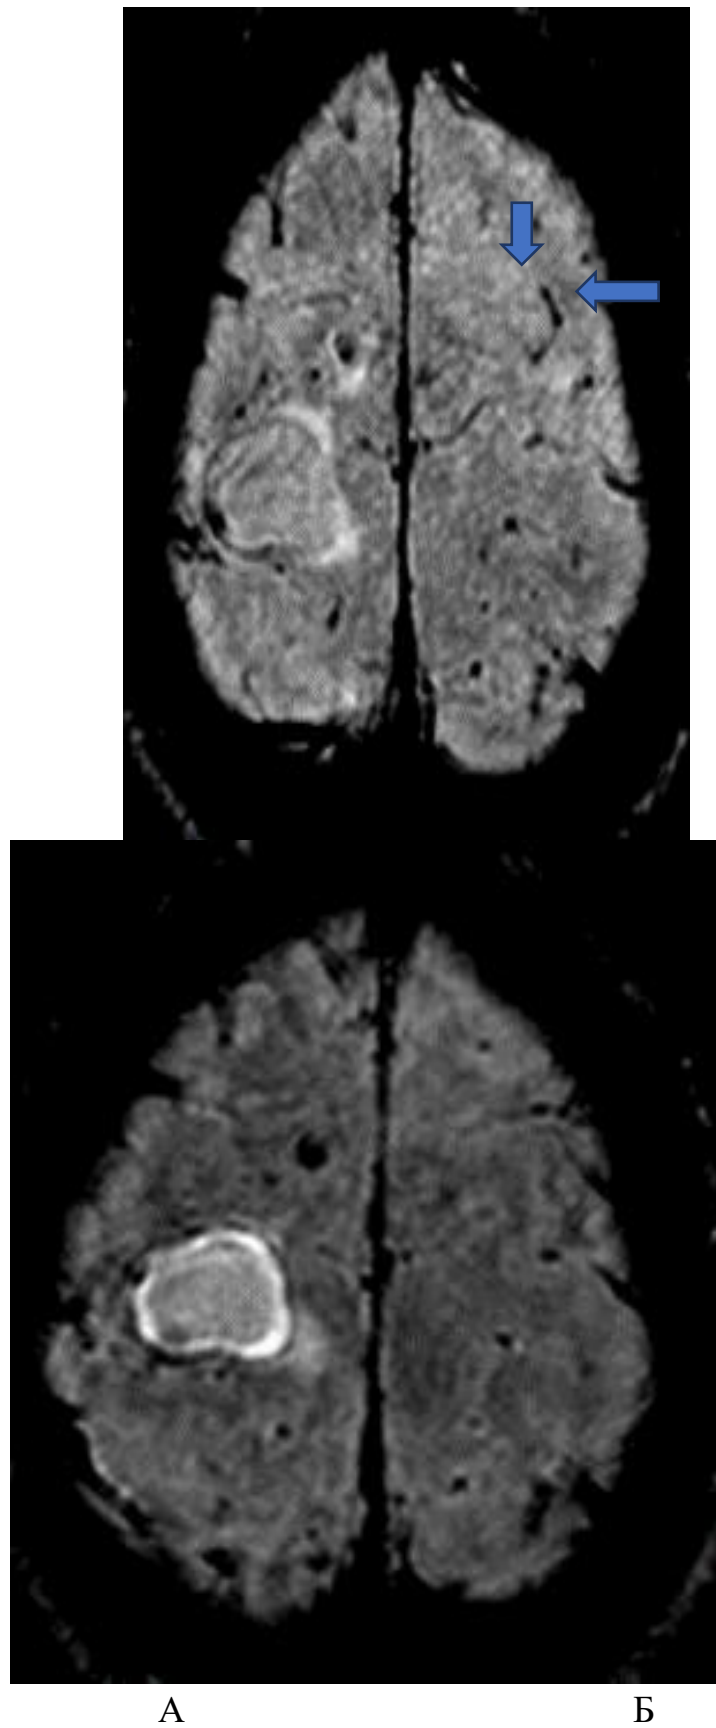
МРТ зображення в програмі BOLD до «кисневої проби» (А), та після (Б). Обідок по колу гліобластоми яскравого сигналу демонструє ділянку, де відбулося активне насичення киснем (стрілки).
